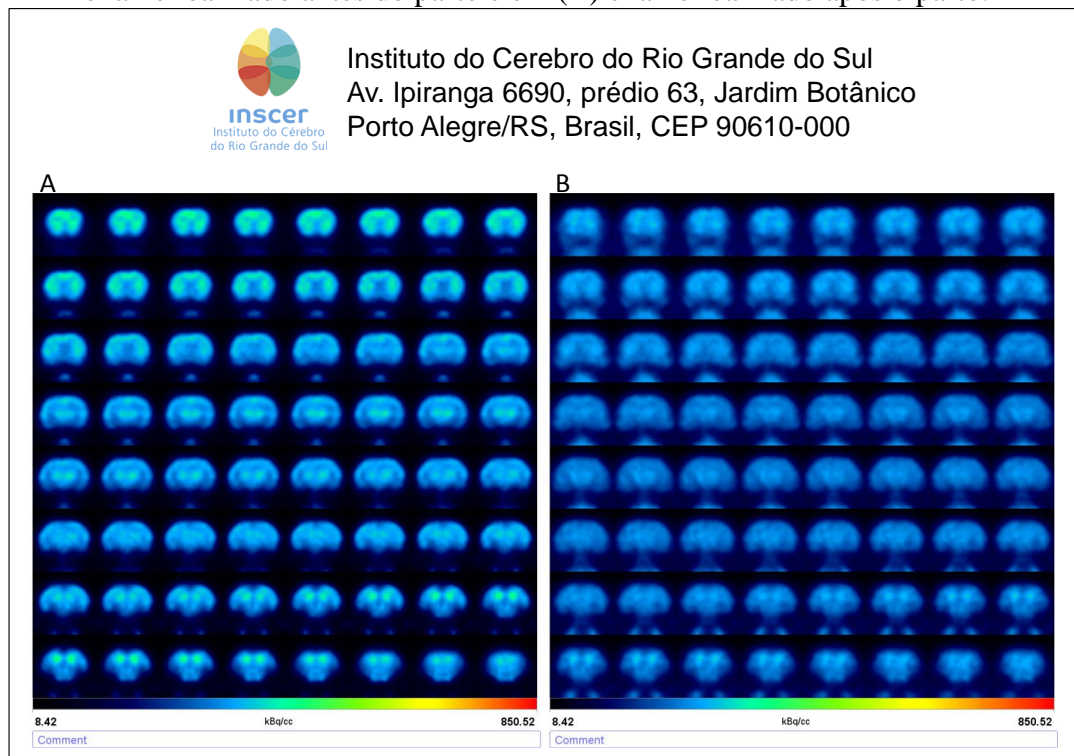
Exames de MicroPET-CT realizados antes e após o parto (RUPP-5) – Em (A) exame realizado antes do parto e em (B) exame realizado após o parto.
